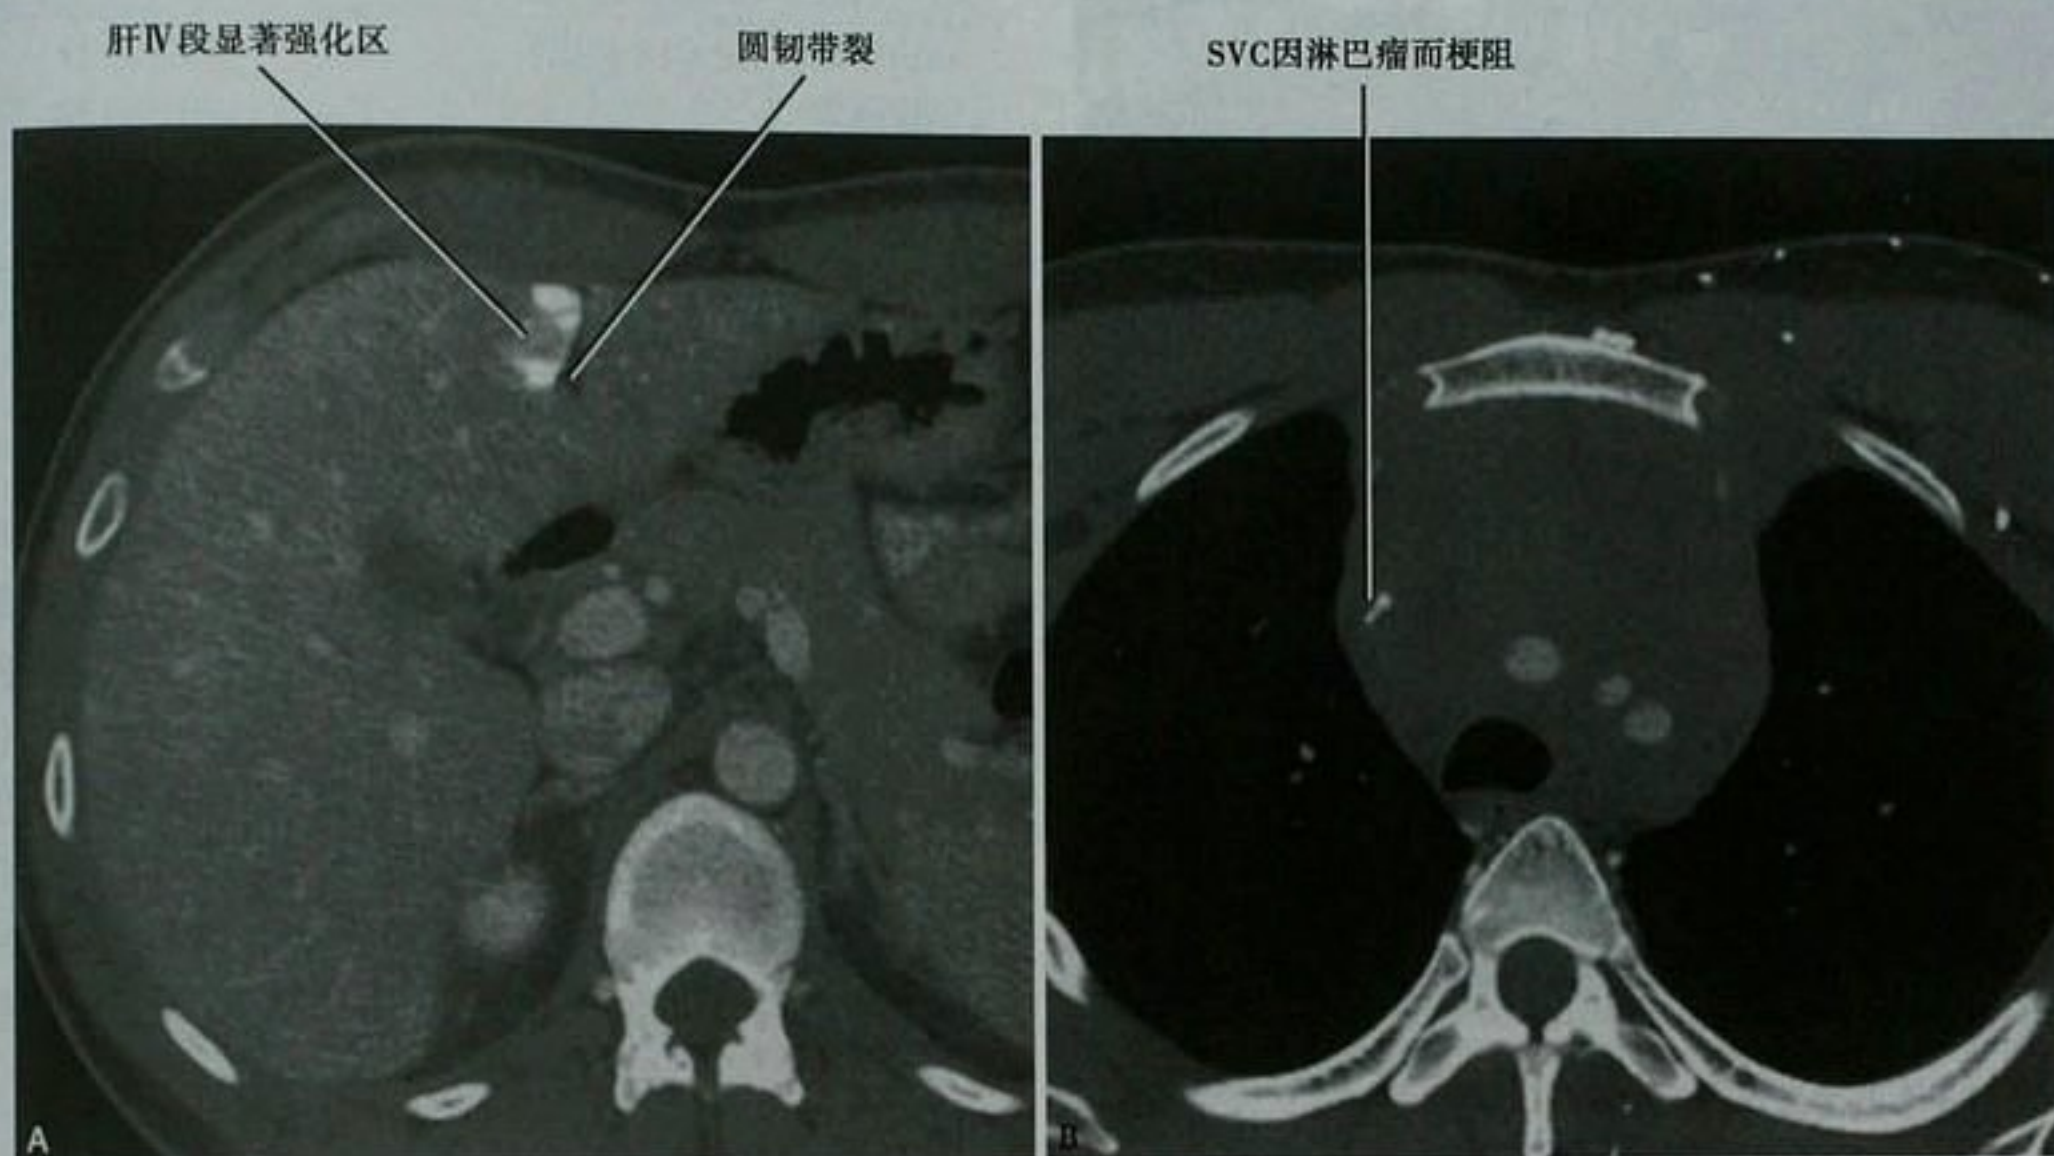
上腔静脉(SVC)因淋巴瘤梗阻的患者腹部(A)和胸部(B)轴位增强 CT 显示肝IV段靠近镰状韧带区域显著强化
